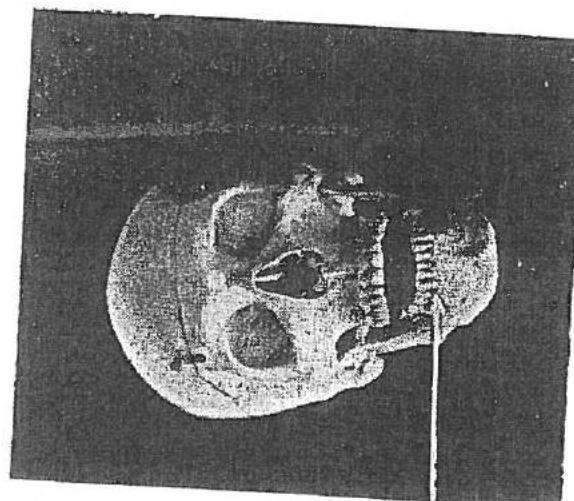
P - DD; capul, în tors cu 90° spre partea opusă regiunii de radiografat, este apăcat usor spre spate. Perini triunghiulară sub uretri și gât.
